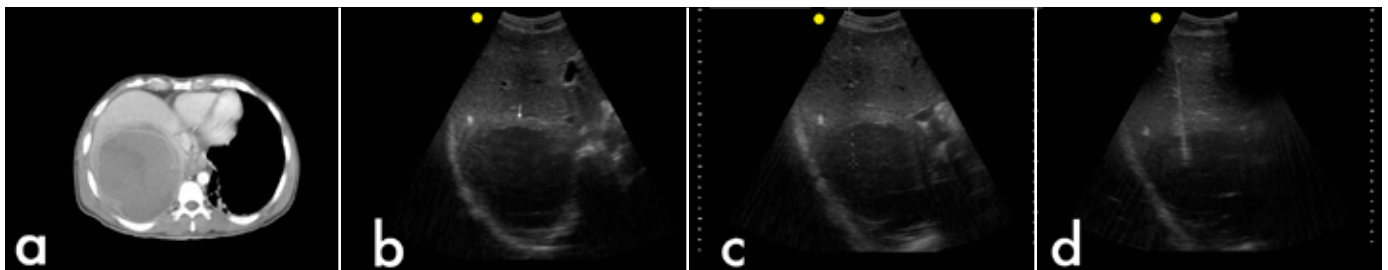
Abscès amibien du foie. La tomodensitométrie (a) illustre une grande collection d'abcès à bord rehaussée avec une infiltration et un œdème aux alentours. Apparence kystique hypoéchogène à l'échographie (b). Planification pour aspiration pré-aiguille (c). La profondeur et la taille des lésions peuvent être évaluées pour le traitement. L'aiguille pénétrant l'abcès pour un drainage percutané (d).
